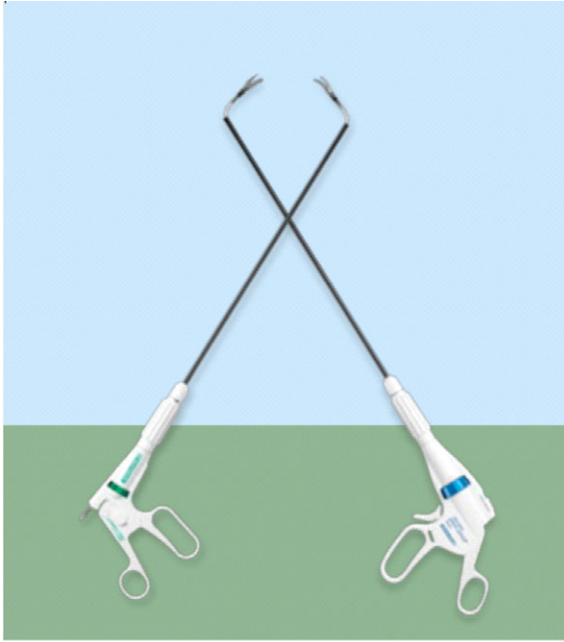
Picture of Reticulator™ (Covidien, Norwalk, CT, USA : www.sils.com).
